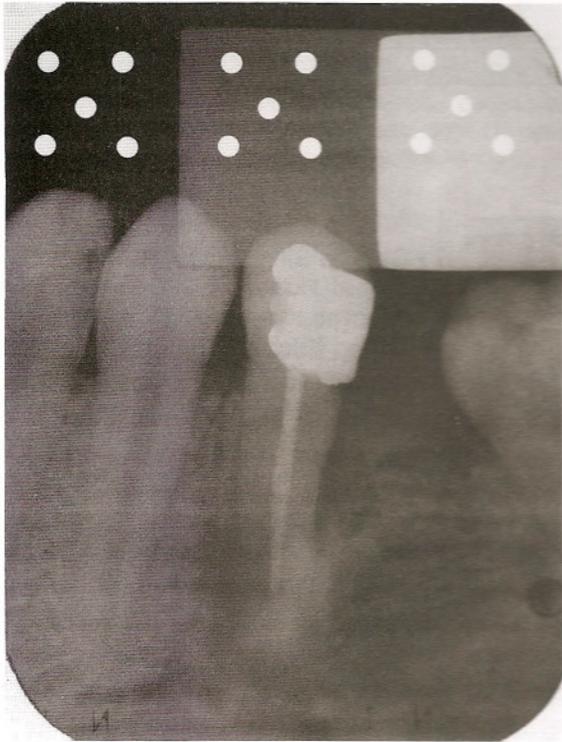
Radiografia mostrando os cinco locais de leitura pelo densitômetro, na área de exposição direta, alumínio e chumbo.
